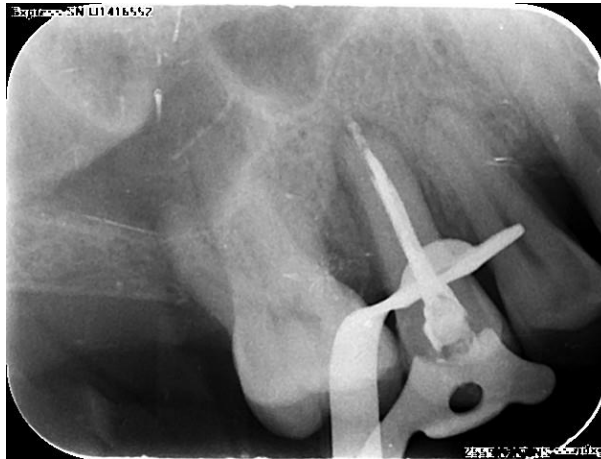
Radiografía de recambio de medicación de hidróxido de calcio y yodoformo diente 15.
